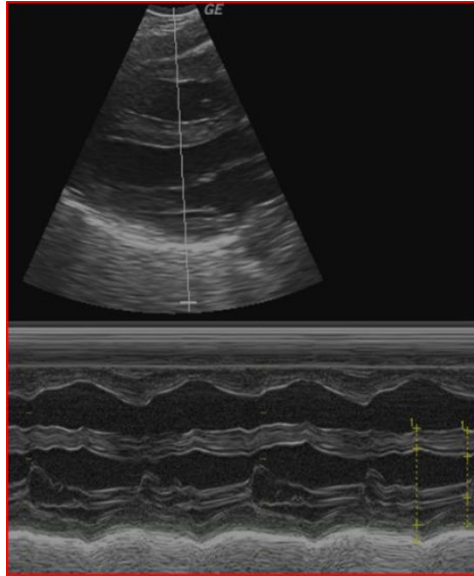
Darstellung der echokardiographischen Schlagvolumenbestimmung mittels M-Mode-Verfahren (Eigene Abbildung).
